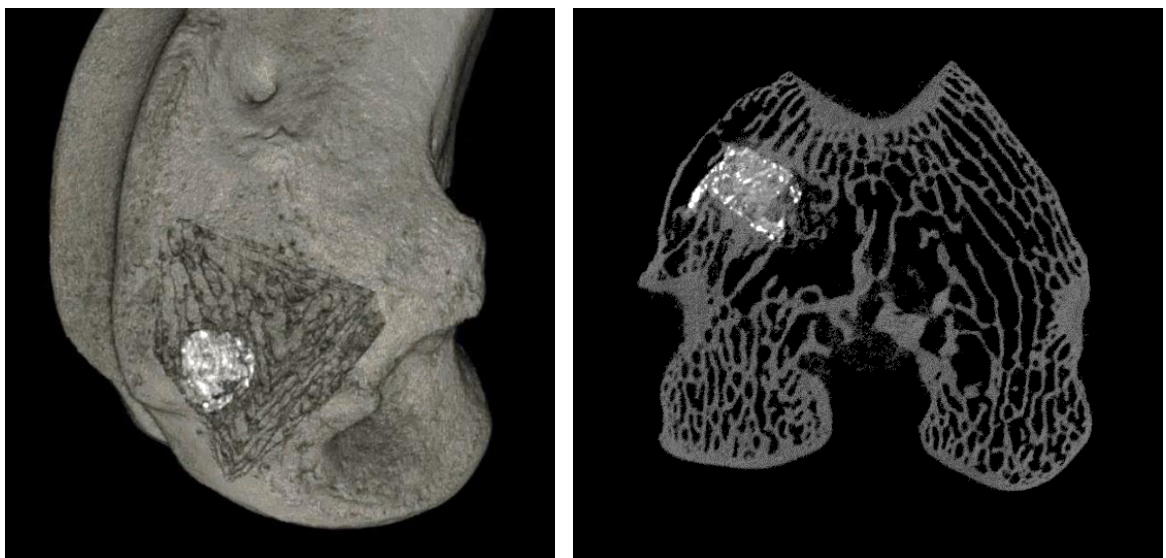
КТ-изображение дистального отдела правой бедренной кости кролика группы 4 на сроке аутопсии 6 месяцев (А – 3D-реконструкция, Б – КТ-срез). Имплантат имеет неоднородную плотность, включения CaSO_4 , прорастает костными балками; периимплантной резорбции нет
